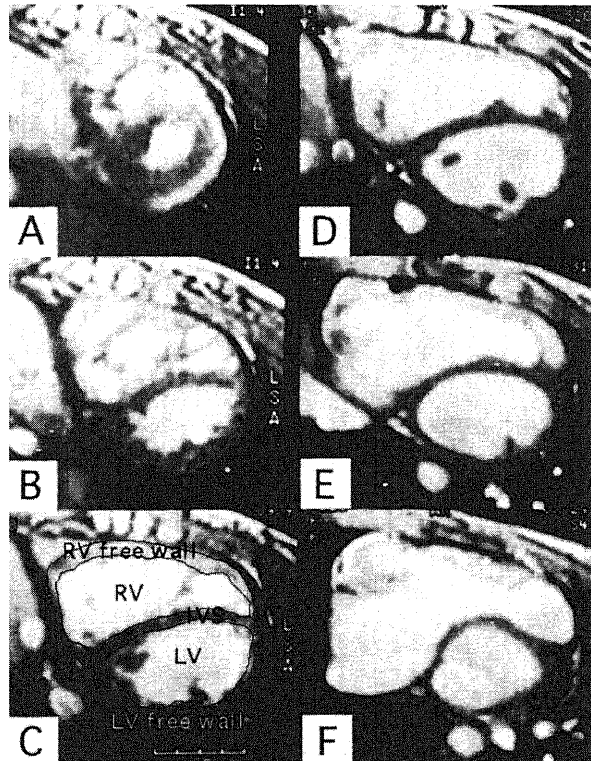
Cross-sectional cardiac magnetic resonance images (MRI) in a patient with tetralogy of Fallot
